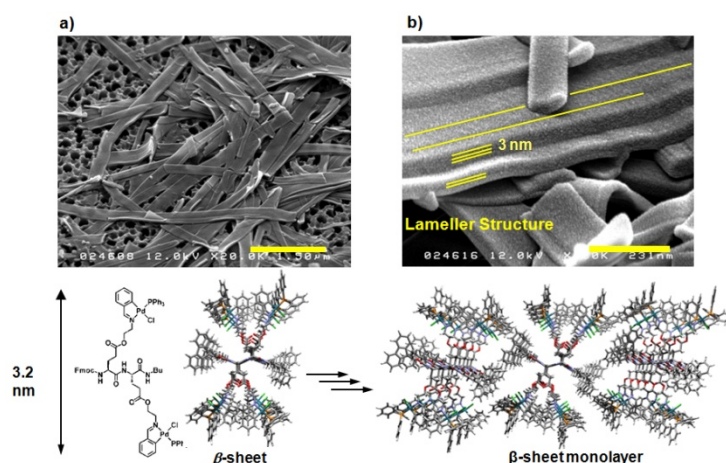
Pd 結合型ジペプチド 1 の超音波ゲル化
